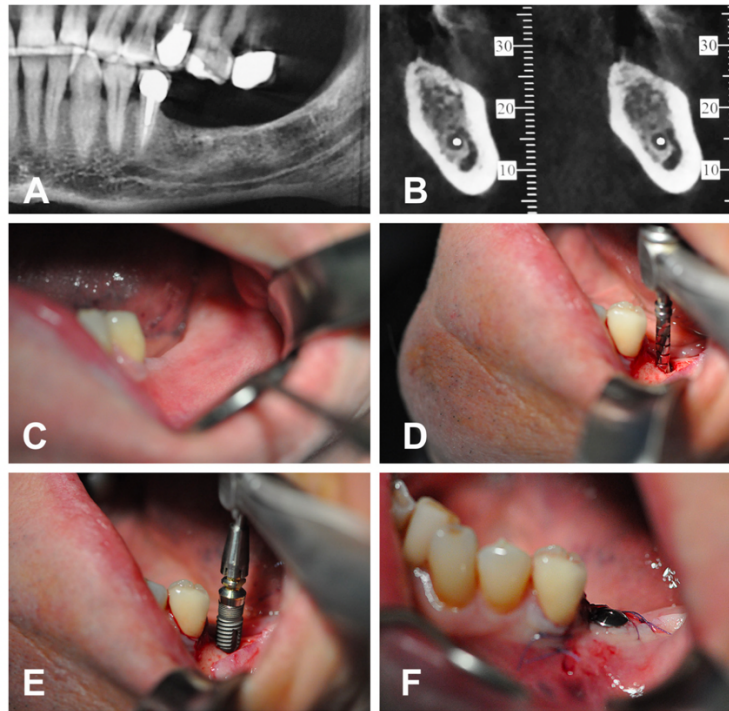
Radiographies et photographies intrabuccales de la mise en place d'un implant remplaçant une PMP mandibulaire gauche (36) (Guillaume, 2016).
